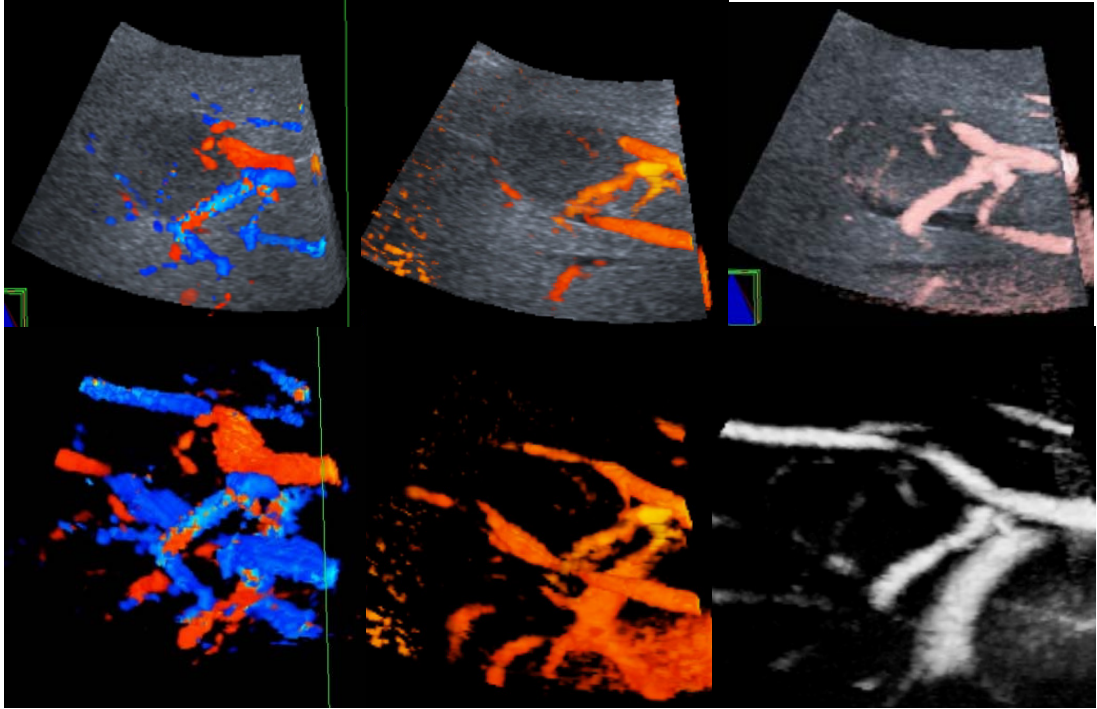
Hemanjiyom olgusunda (a)2B Doppler incelemelerinde Tip II periferel akım paterni izlenirken (b) 3B Doppler incelemelerinde Tip III internal akım paterni izlenmektedir. (a)
